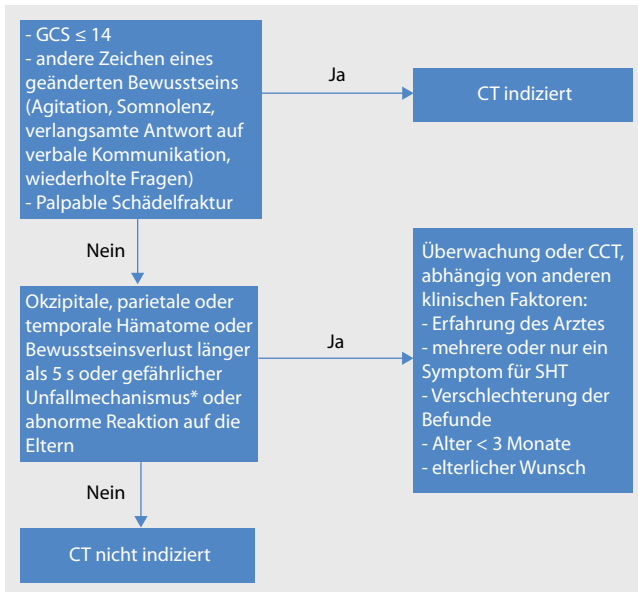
▲ Diagnostische Empfehlungen für das SHT (Schädel-Hirn-Trauma) bei Kindern bis 2 Jahre, * PKW-Unfall mit herausgeschleudertem Mitfahrer, Tod eines Mitfahrers oder Überschlag; Fußgänger oder Fahrradfahrer ohne Helm vs. PKW; Stürze >0,9 m, CCT kraniale Computertomografie, CT Computertomografie, GCS „Glasgow coma scale“
